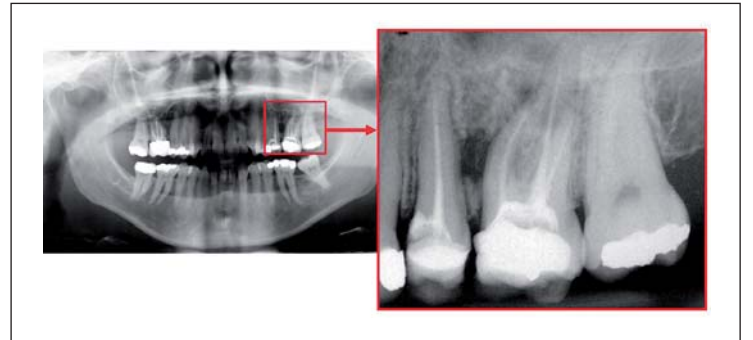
Die Röntgenaufnahme zeigt einen Knochendefekt zwischen den Zähnen 25 und 26.
